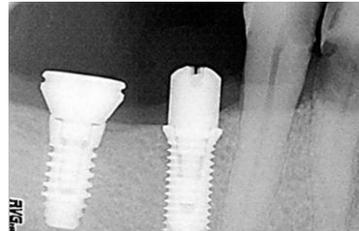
Radiografia com implantes com conexão abutment-implante tradicional (esq.) e com plataforma switching (dir.)
